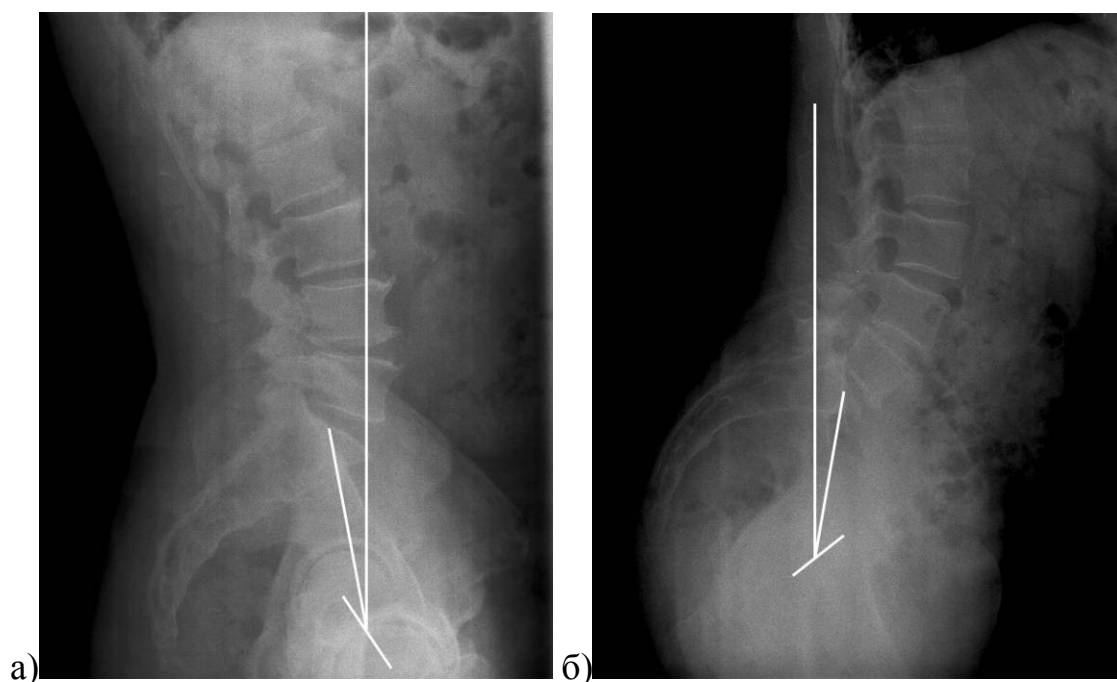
Расчет параметра РТ: а – боковая рентгенограмма позвоночника и таза здорового человека, выполненная в положении стоя; б – боковая рентгенограмма позвоночника и таза больного с коксо-verteбральным синдромом
